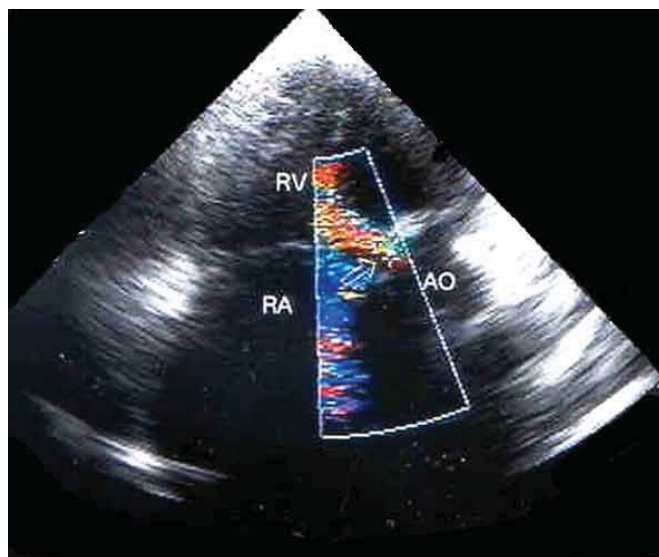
Доплер-эхокардиограмма больной К., 12 лет, с реканализацией ДМЖП, через 8 лет после пластики. Стрелкой показан турбулентный поток (теплых тонов) сброса из левого в правый желудочек по верхнему краю заплаты при субтрикуспидальном ДМЖП. Диаметр реканализации – 7,5 мм. Сокращения в тексте: LV – левый желудочек; RV – правый желудочек; LA – левое предсердие
